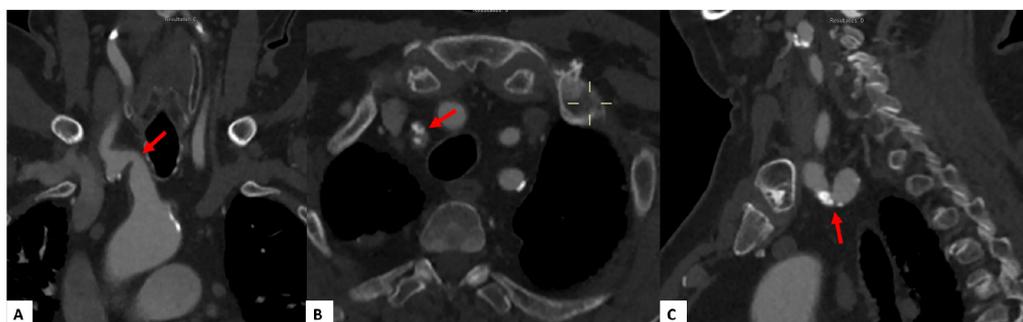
Angiotomografia. Seta vermelha demonstrando estenose em artéria subclávia direita próximo ramificação tronco braquiocefálico
